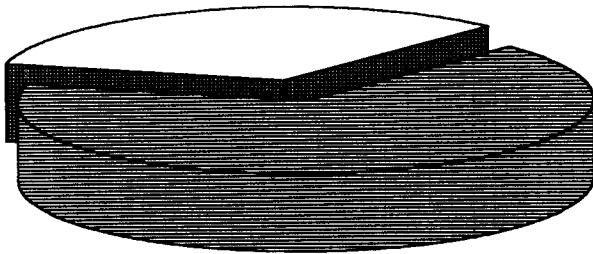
Causas para la realización del ecocardiograma (n: 20 ptes).
